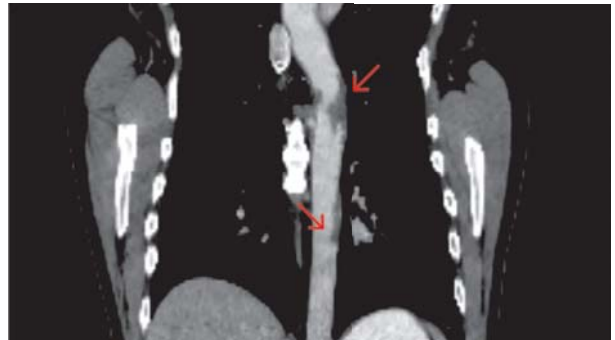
Tomografía toraco-abdominal, donde se evidencia la reconstrucción de la aorta en corte coronal. Las flechas indican la ocupación de la luz de la aorta descendente hasta su tercio medio.
